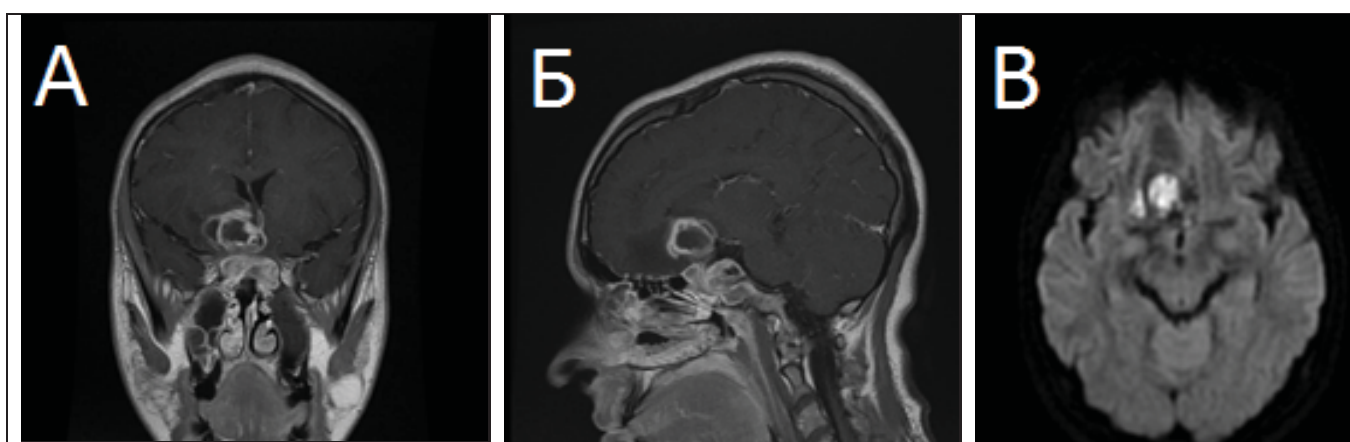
МРТ головного мозга с контрастным усилением через 10 дней после повторного поступления в стационар: отмечается увеличение размеров абсцесса, появление перифокального отека. А: Коронарная проекция, Т1 режим; Б: Сагиттальная проекция, Т1 режим; В: DWI.
